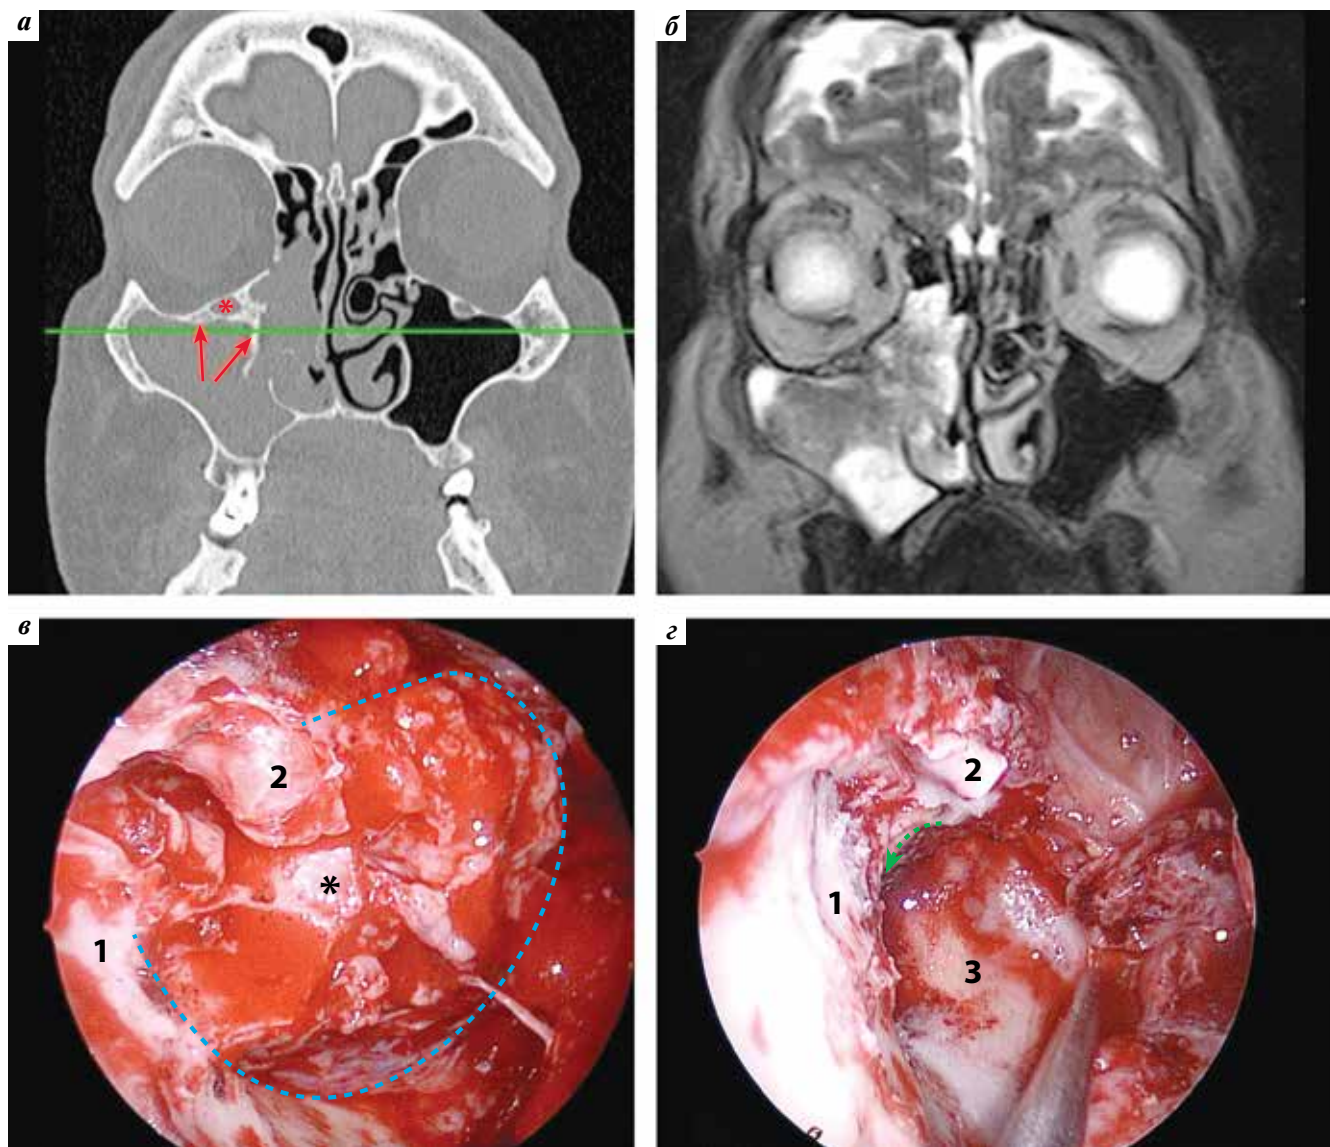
Клинический случай 1: а – предоперационная компьютерная томография околоносовых пазух, коронарная проекция. Красные стрелки указывают на участок гиперостоза вокруг правого подглазничного канала, красным астериском отмечен подглазничный канал; б – предоперационная магнитно-резонансная томография околоносовых пазух. Правая верхнечелюстная пазуха (ВЧП) тотально обтурирована мягкотканым субстратом, распространяющимся в решетчатый лабиринт; в – интраоперационная фотография зоны роста ИСП, визуализация ригидным эндоскопом 0°. 1 – передняя стенка ВЧП; 2 – пересеченный носослезный проток. Черным астериском отмечен массивный участок гиперостоза в проекции подглазничного канала. Синяя пунктирная линия ограничивает ткань ИСП в зоне роста; з – интраоперационная фотография подглазничного канала после резекции зоны роста. Стенки подглазничного канала удалены, обнажен интактный сосудисто-нервный пучок. Визуализация ригидным эндоскопом 0°. 1 – передняя стенка ВЧП; 2 – пересеченный носослезный проток; 3 – латеральная стенка ВЧП. Зеленая пунктирная стрелка указывает на ход подглазничного нерва и артерии
